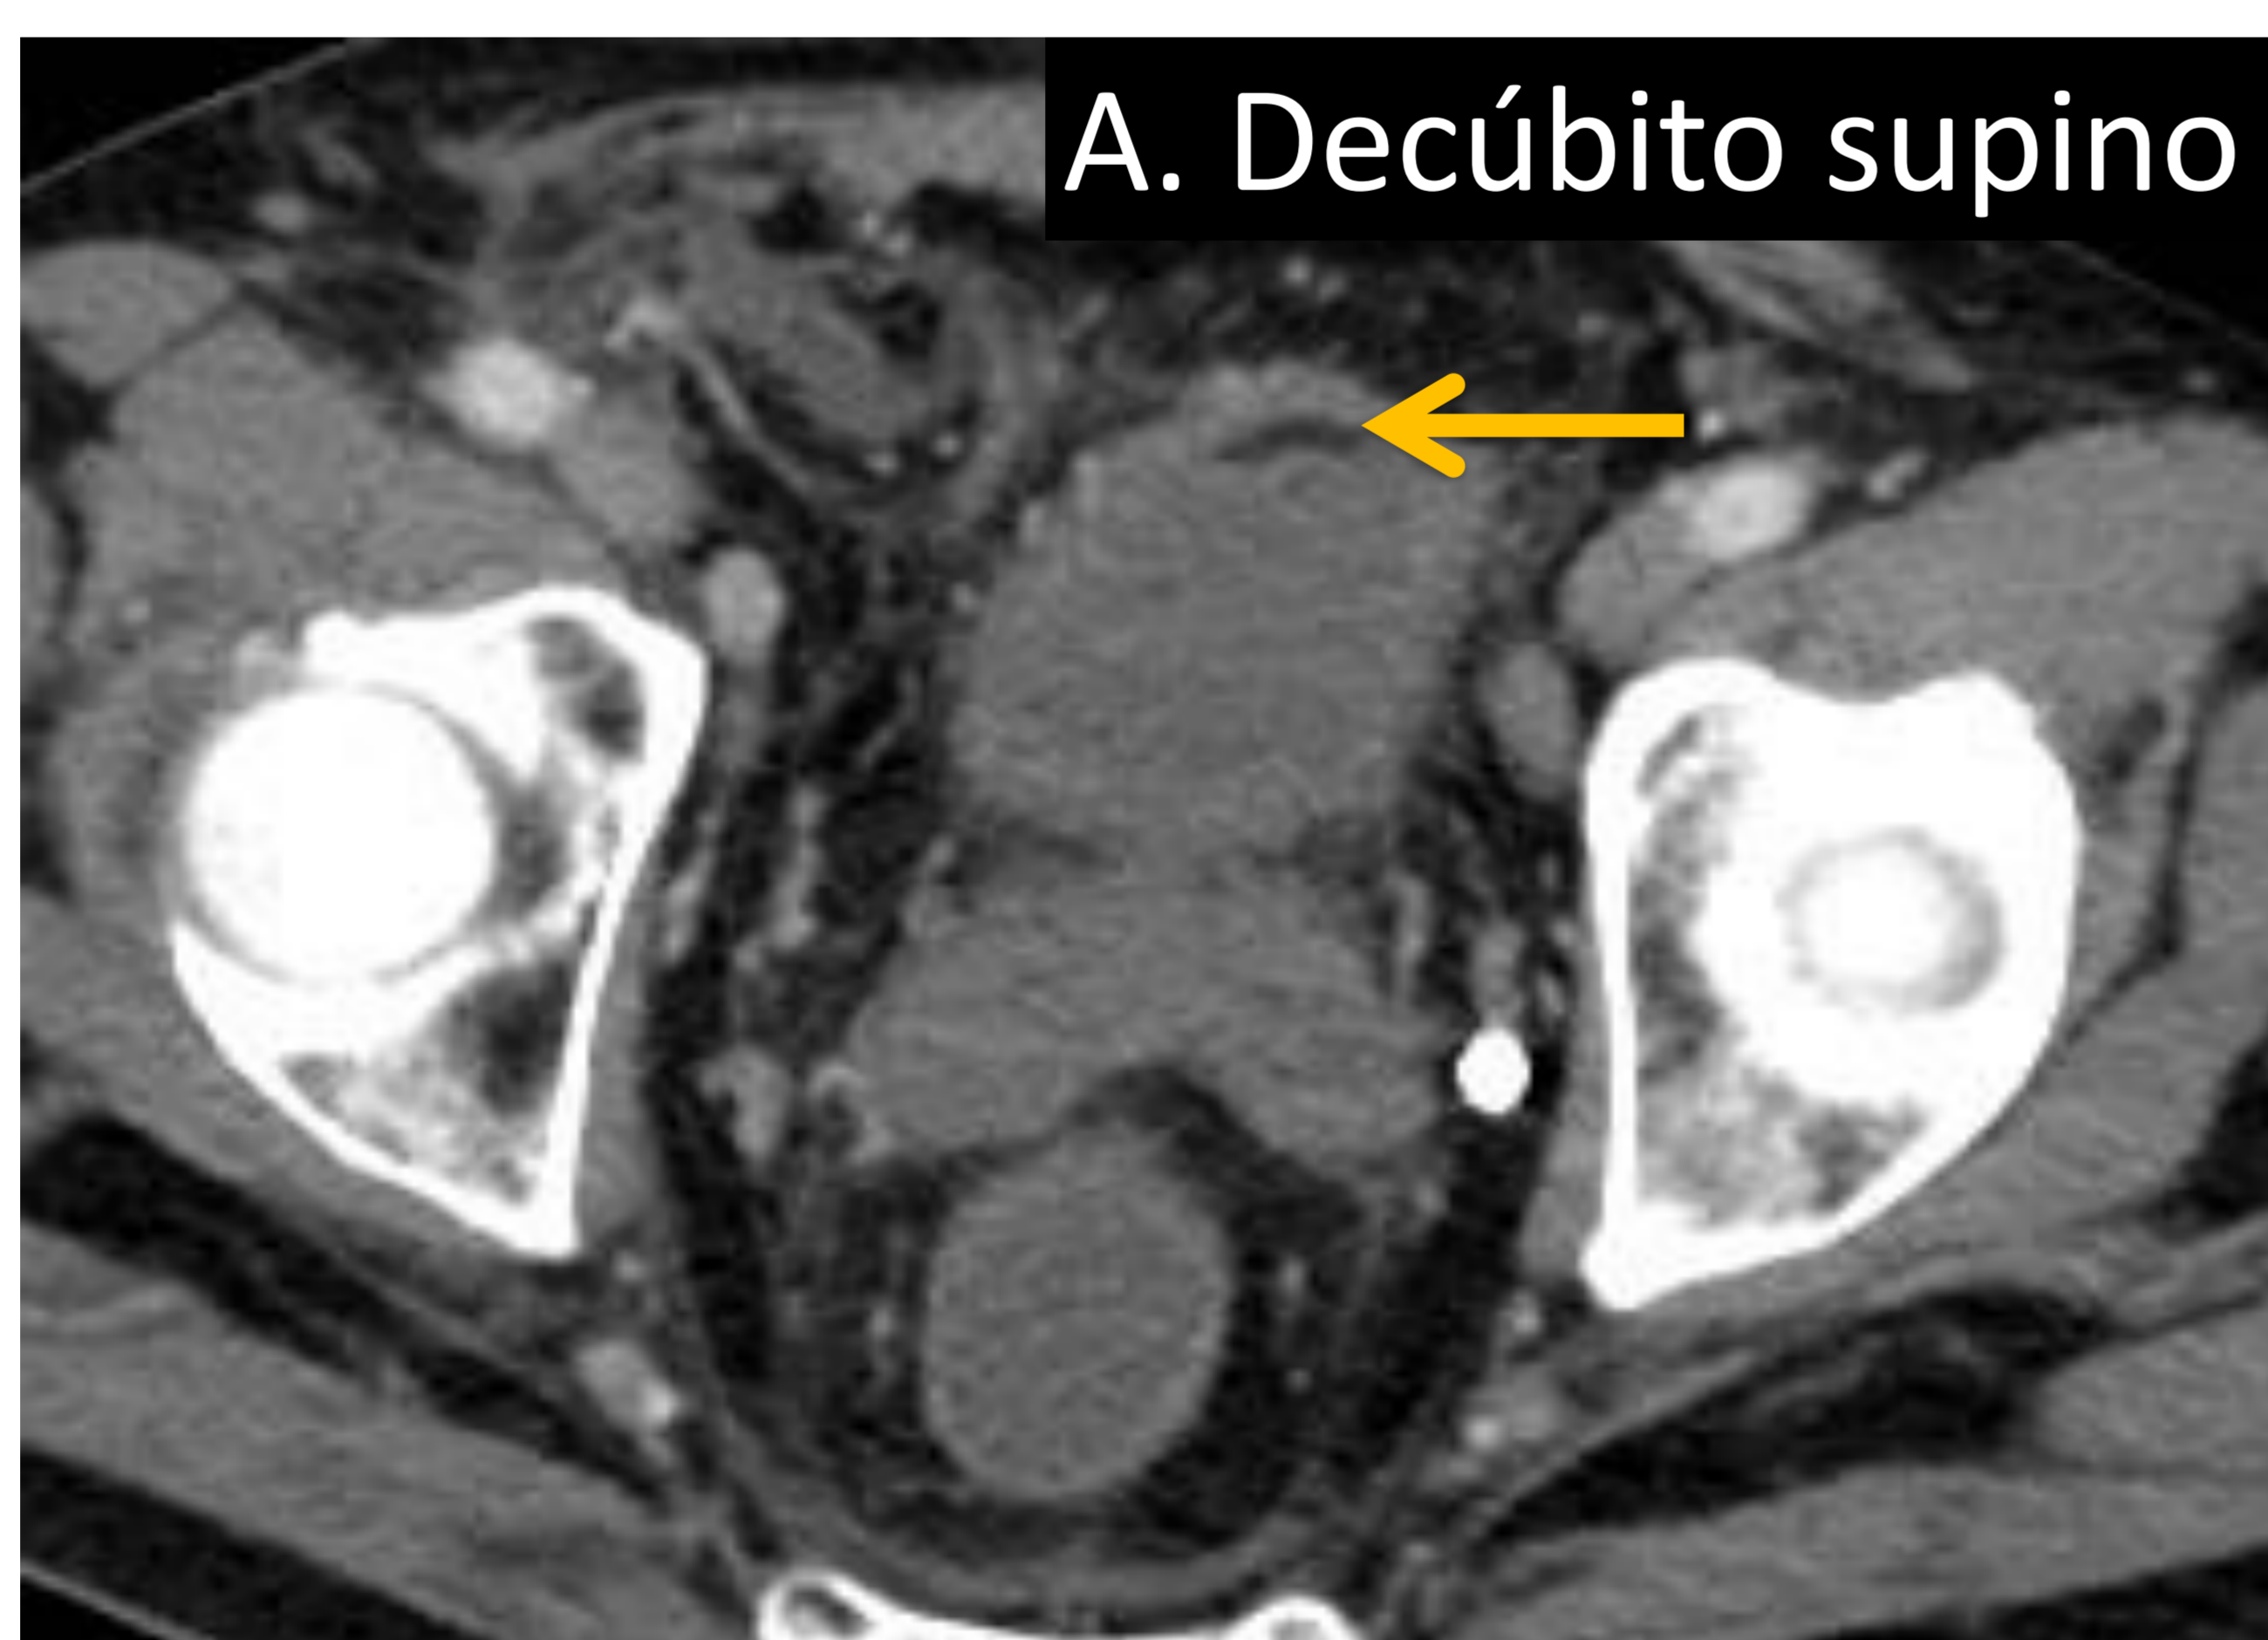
A) Corte axial de TC sin contrastes en pelvis muestra pequeña semiluna de densidad grasa en pared vesical anterior (flecha) . B) Corte en prono en fase excretora renal realizado posteriormente . No se observa nivel en el área superior de la vejiga manteniéndose pequeña franja con densidad grasa en la pared anterior de la vejiga. Corresponde a lipomatosis .
